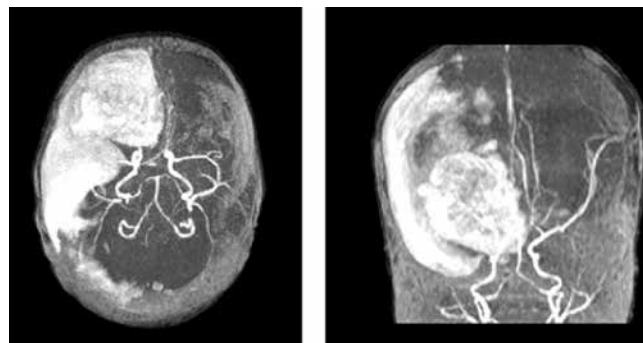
Магнитно-резонансная томография артерий головного мозга
